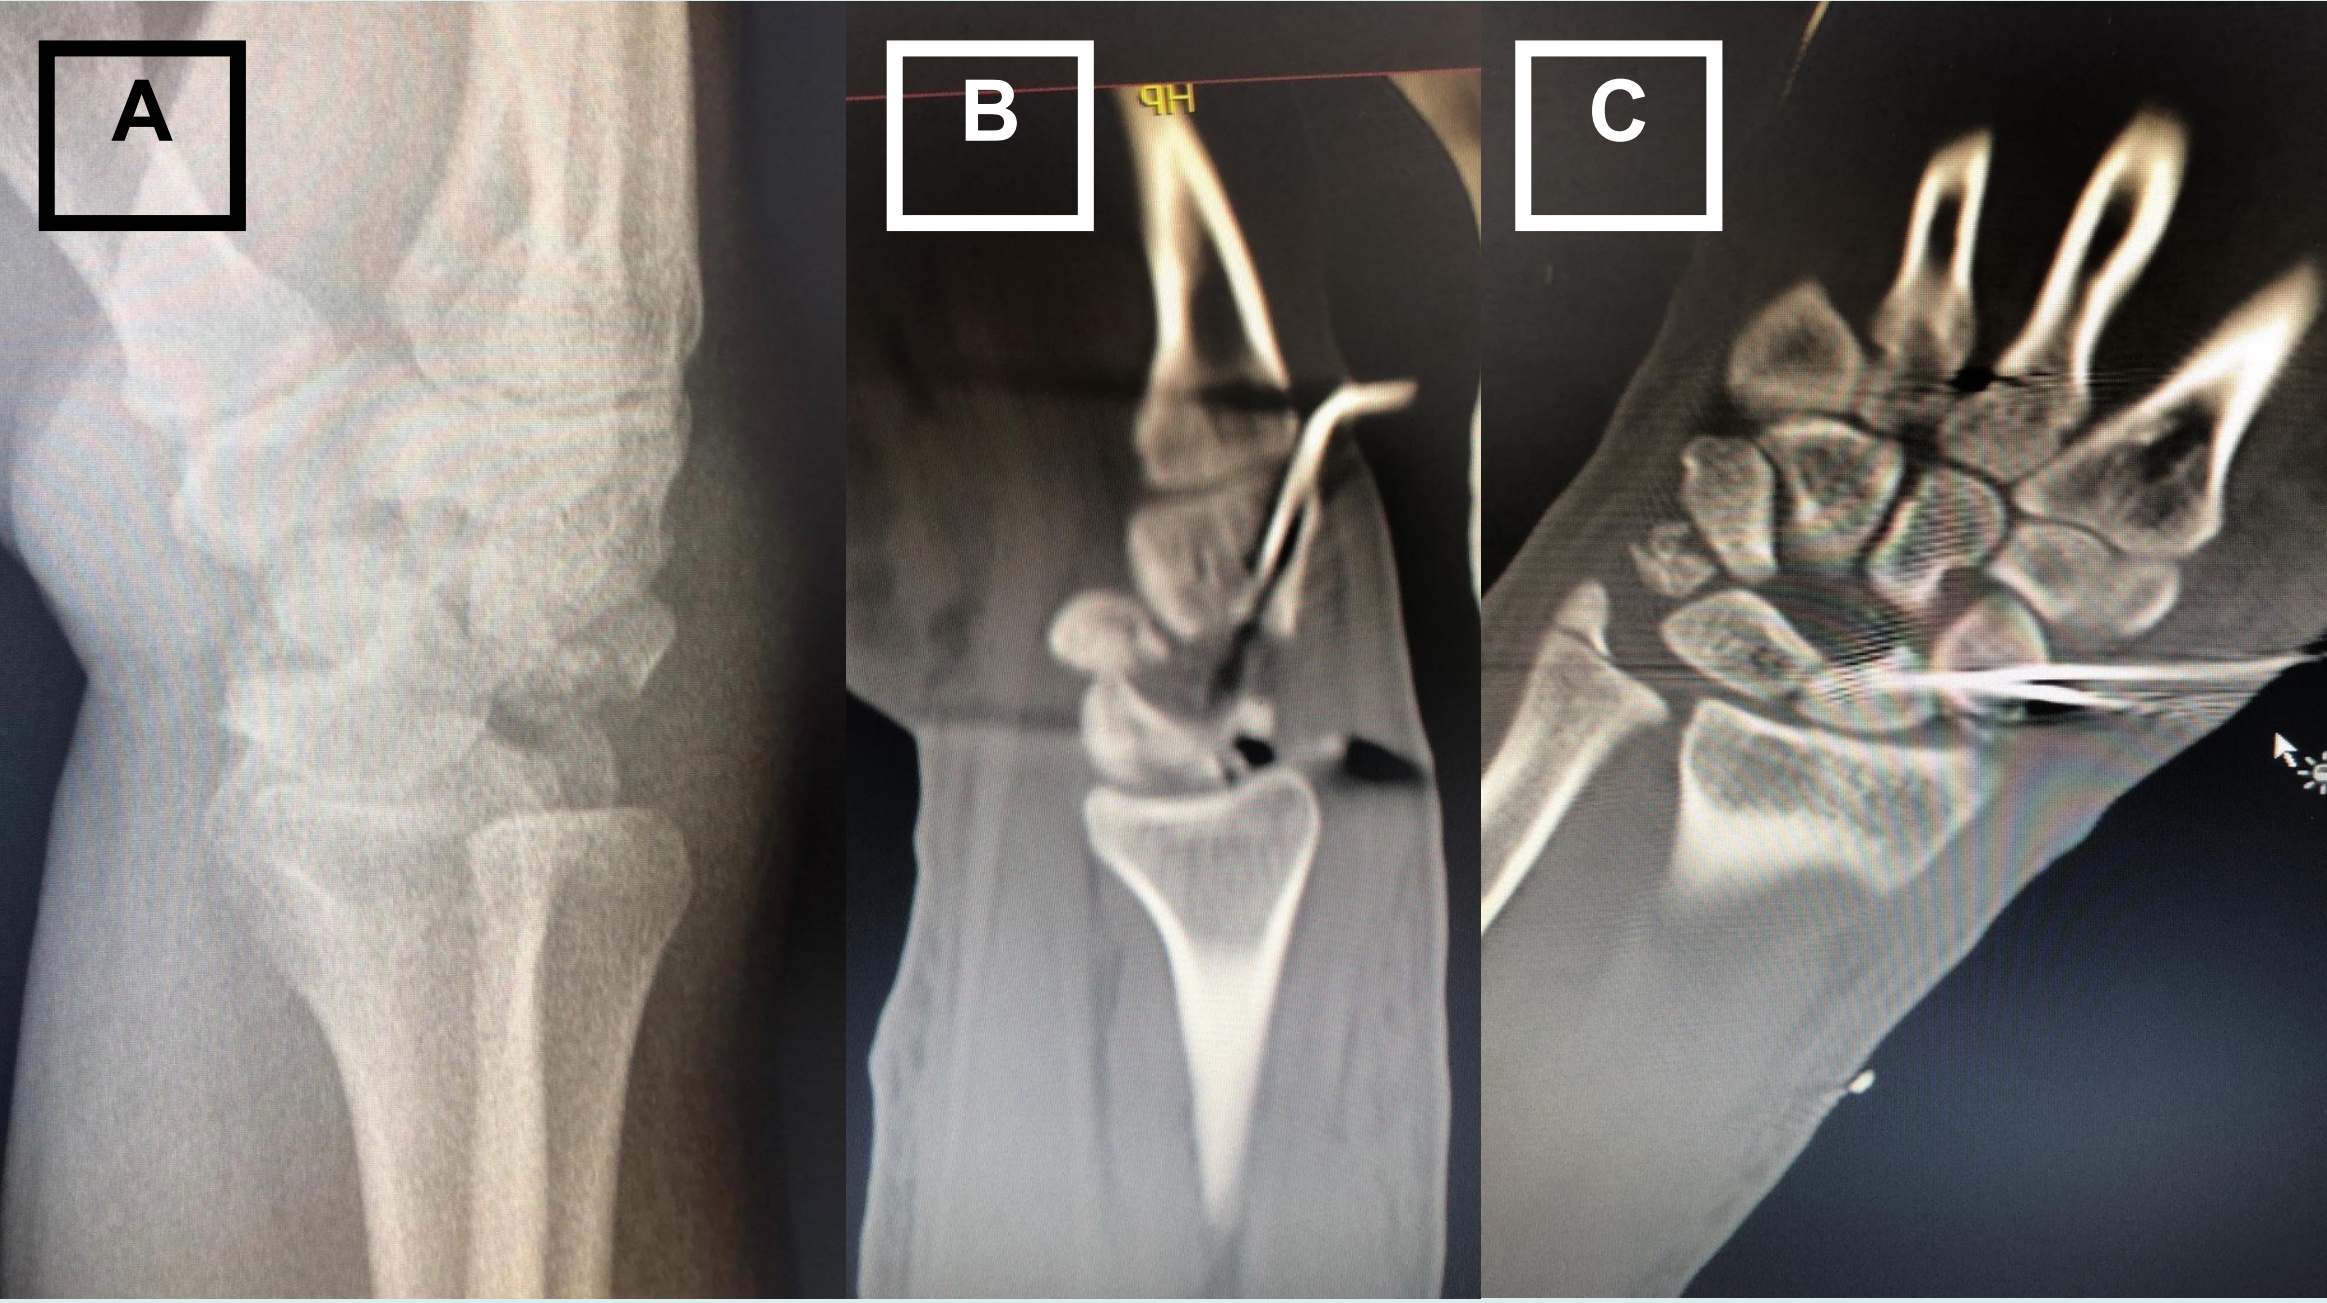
A: vista Lateral tras el traumatismo inicial mostrando la luxación transescafoperilunar. B,C: vista AP y Lateral del TC realizado tras estabilización inicial de urgencia que muestra la extrusión volar del hueso grande y la fractura del piramidal.
